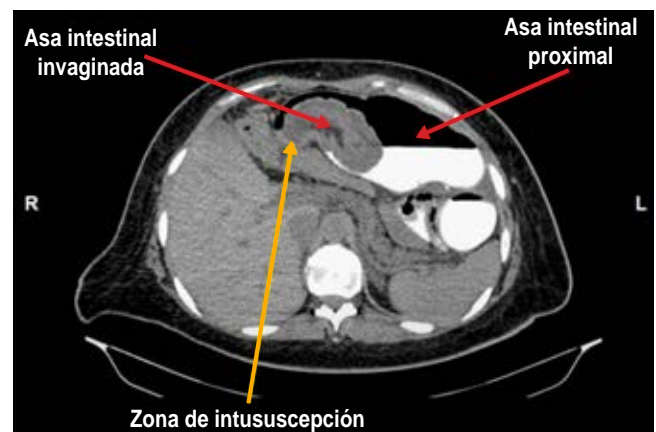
Tomografía axial computada: muestra el asa intestinal invaginada hacia el intestino proximal. Se puede observar la zona de intususcepción y la ausencia de paso de contraste distal a este punto.
